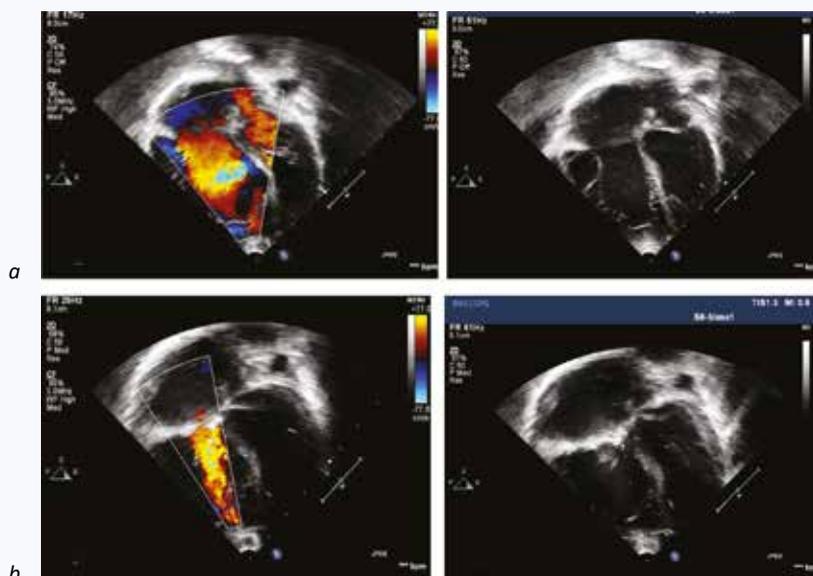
Эхокардиография с доплерографией пациента с аномалией Эбштейна, тип С: *a* – до оперативного лечения, *b* – после оперативного лечения
